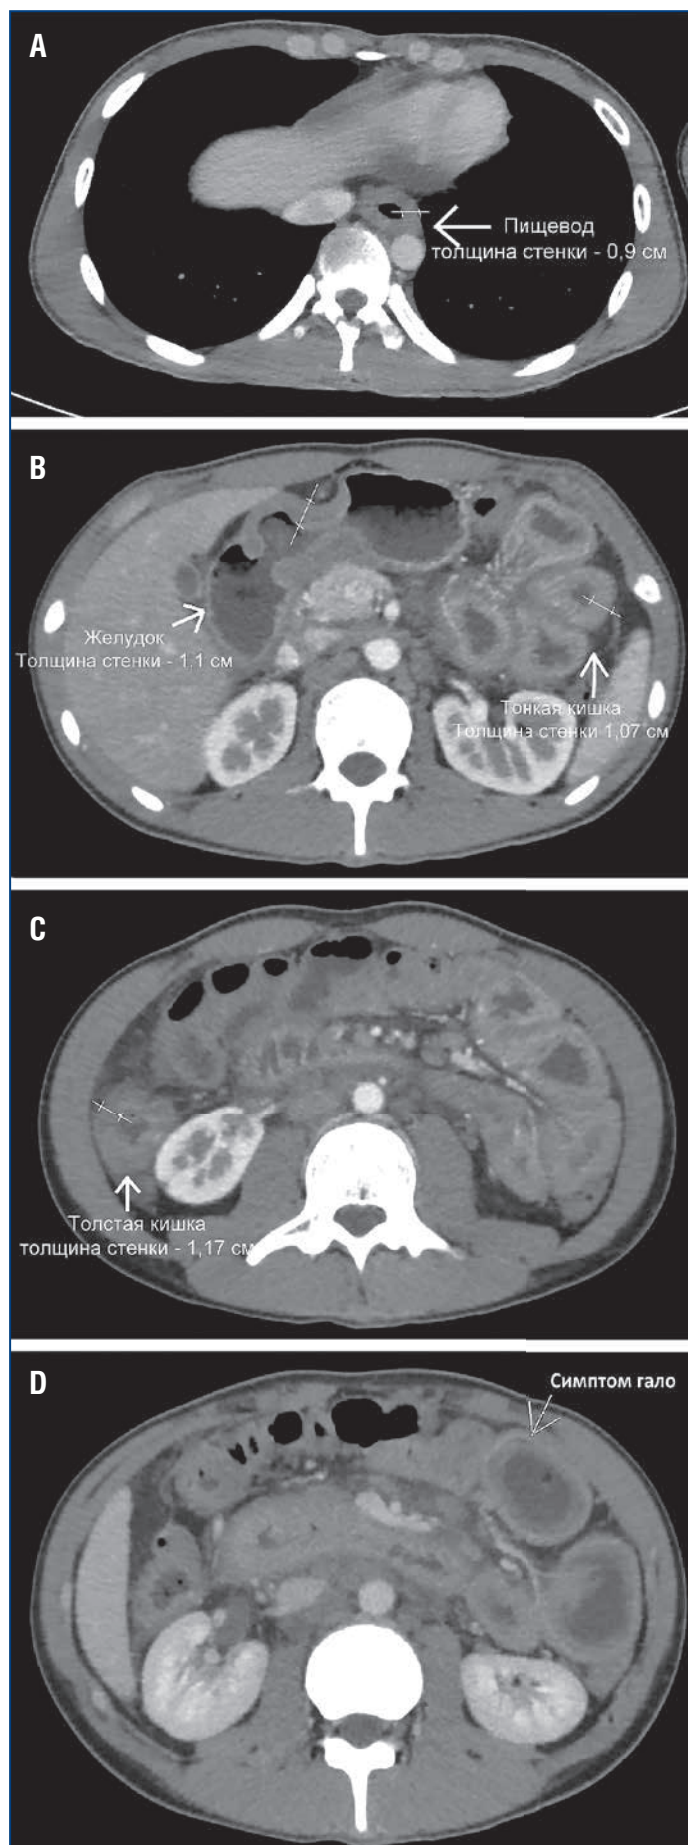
Данные компьютерной томографии пищевода (А), желудка, тонкой кишки (В) и толстой кишки (С, D)
